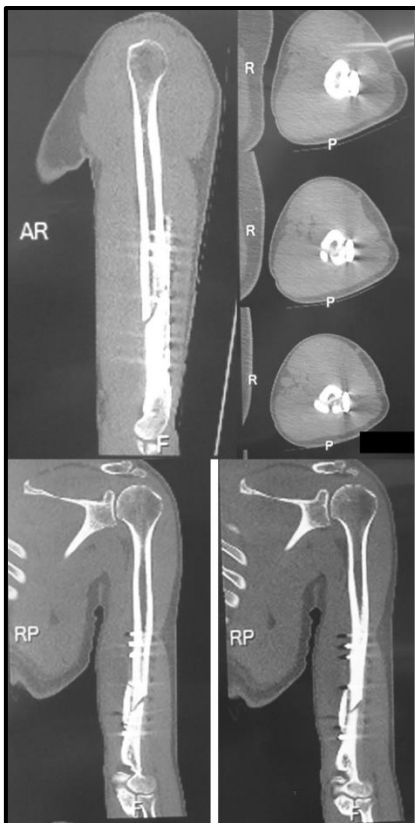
Tomografia computadorizada, realizada em 08/05/2015, evidenciando a não consolidação da fratura.
